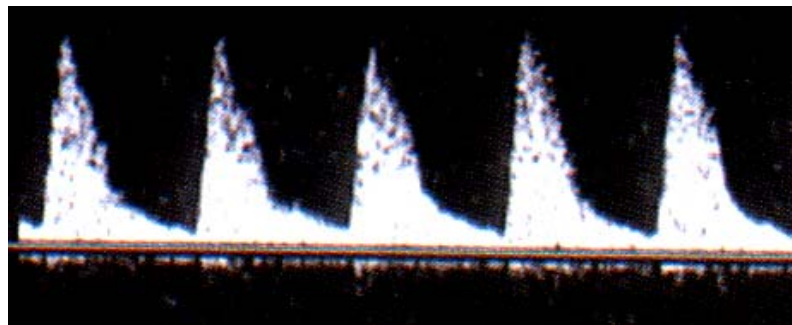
Doppler normal em artéria cerebral média (ACM).
